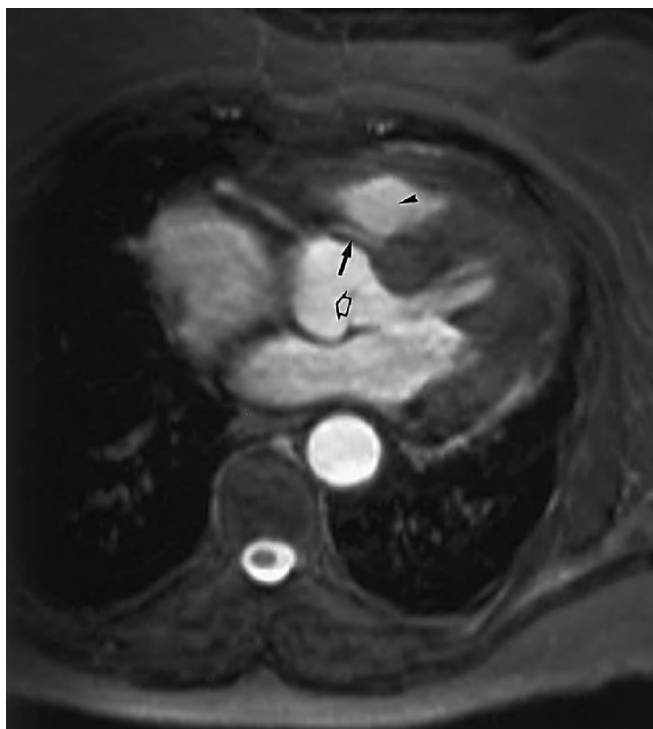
Resonancia magnética (RM): corte axial obtenido mediante secuencia eco de gradiente turbo 3D en el que se visualiza el trayecto de la arteria coronaria izquierda (flecha fina) entre la aorta (punta gruesa) y la arteria pulmonar (punta de fecha).
